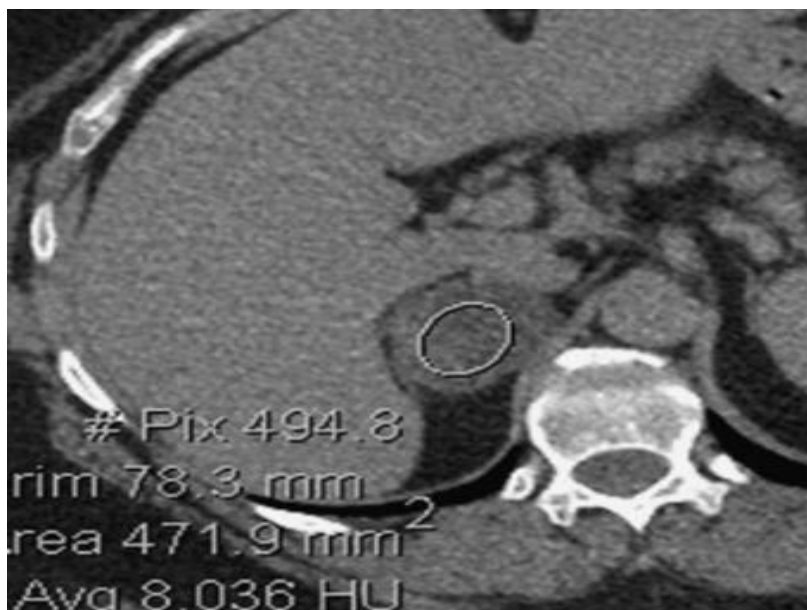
Coupe axiale en TDM sans injection de produit de contraste centrée sur la surrenale droite montrant la mise en place d'une région d'intérêt au sein d'un adénome surrealien [29].
